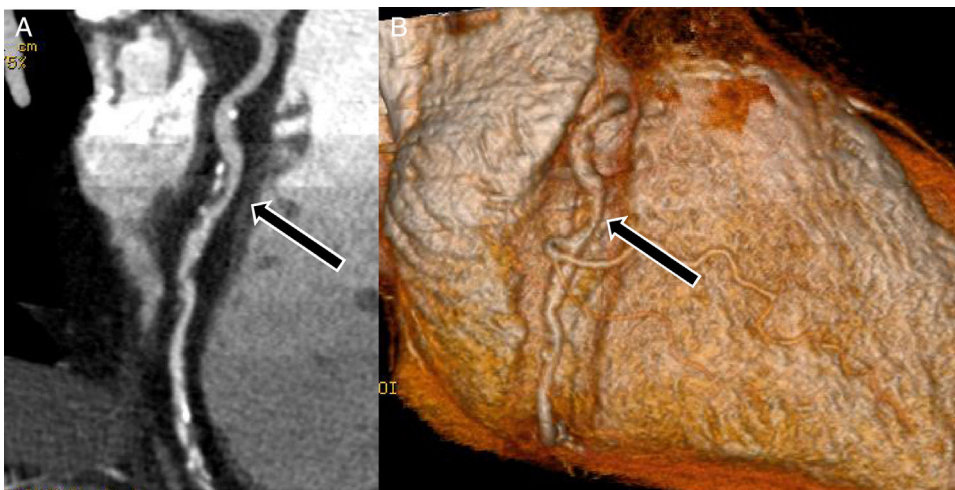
Tomografía con determinación de calcio coronario en paciente con síndrome de inmunodeficiencia adquirida en manejo con triple terapia antiretroviral: muestra calcio en tres territorios coronarios (flechas).
